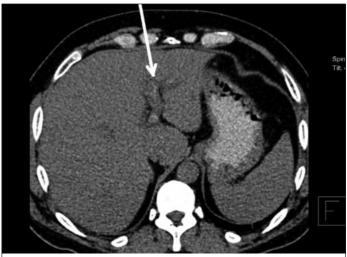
Изображение фрагмента II МСКТ печени (тромбоз воротной вены)
